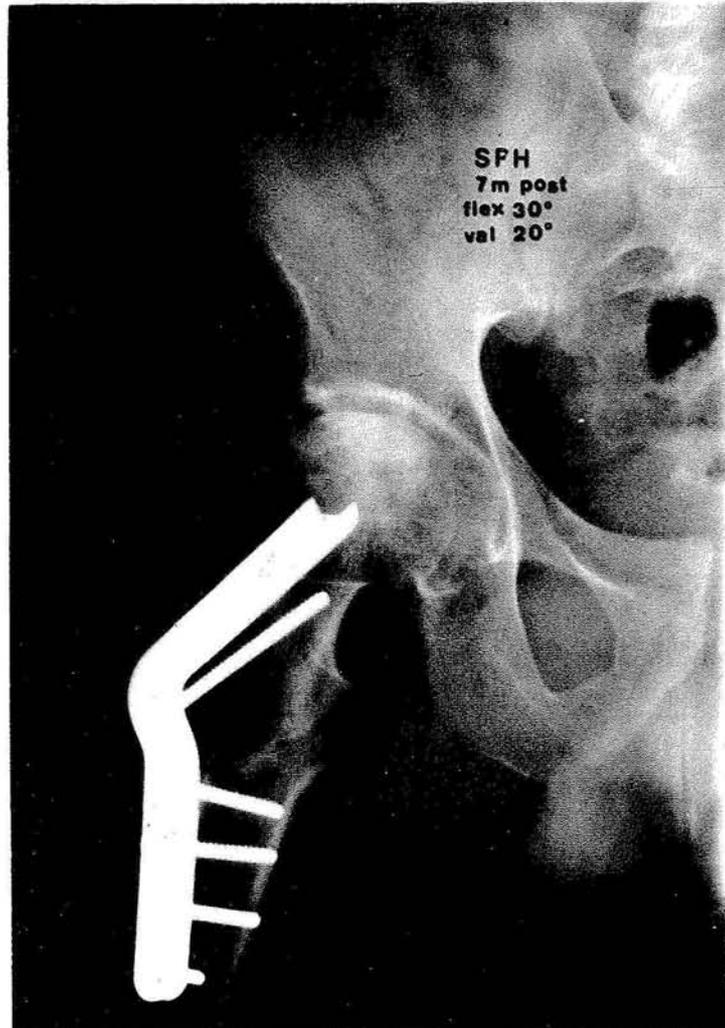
Osteotomía flexora-valguizante: Varón de 41 años con necrosis isquémica cefálica femoral, a) radiografía en flexión de 45° muestra la localización de la lesión en zona anterosuperolateral, b) radiografía a los 7 meses después de la osteotomía que evidencia la mejoría del contorno y el apoyo de la zona indemne.
